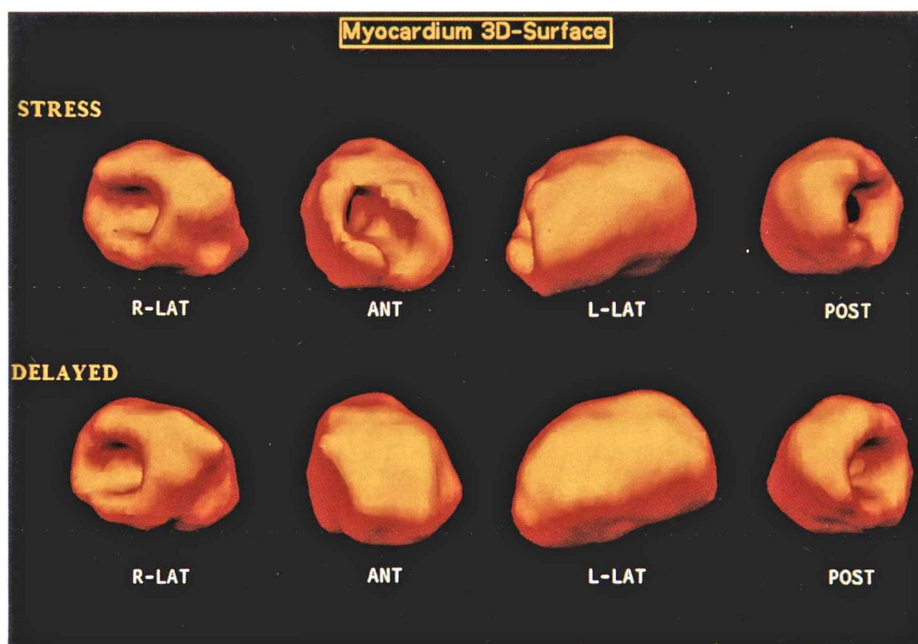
Three dimensional images of the myocardium demonstrated changes similar to those observed by myocardial SPECT.
